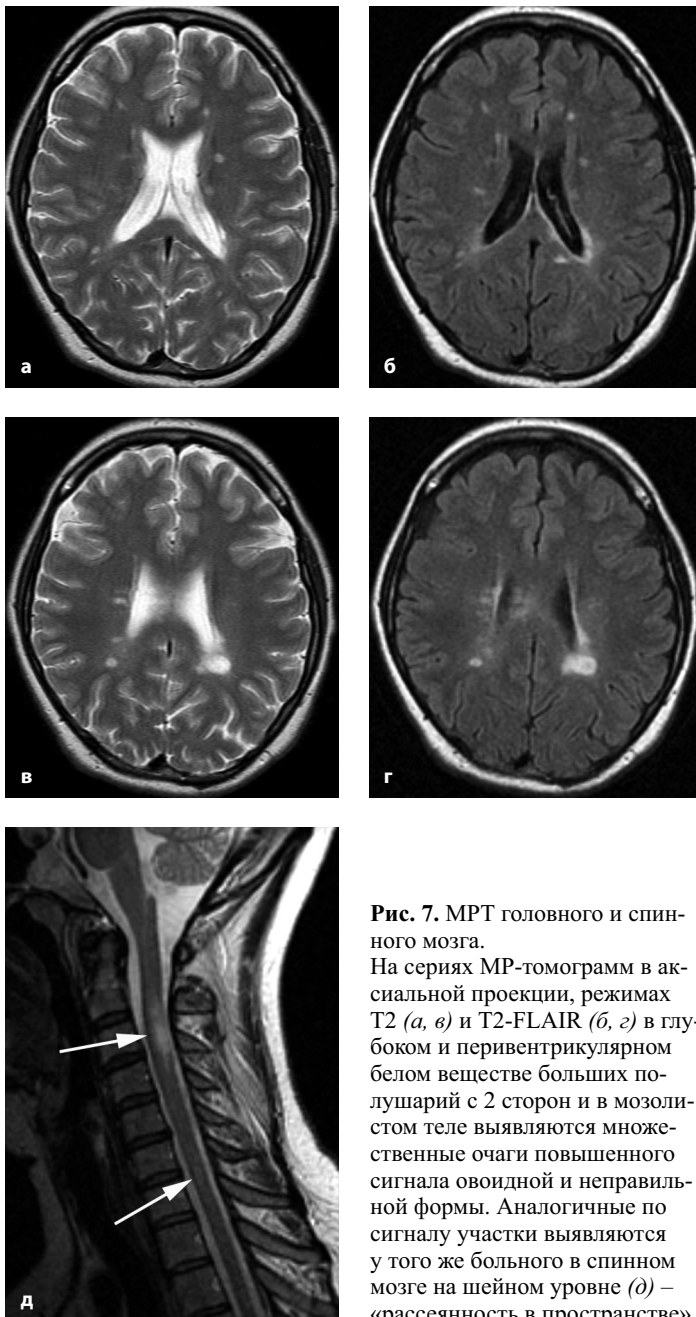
МРТ головного и спинного мозга.
